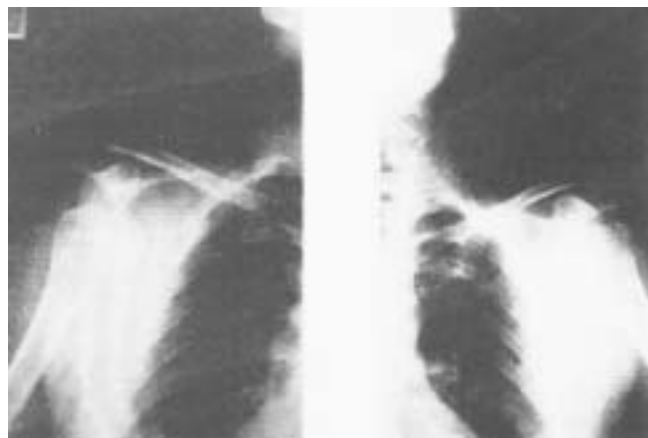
Radiografías preoperatorias aisladas de cada una de las articulaciones glenohumeral luxadas en forma bilateral.
